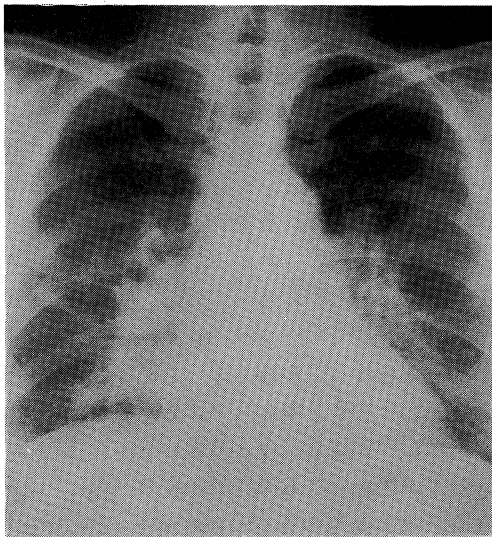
Radiograph of the chest, showing bronchopneumonic infiltrations in both middle and lower lung fields
